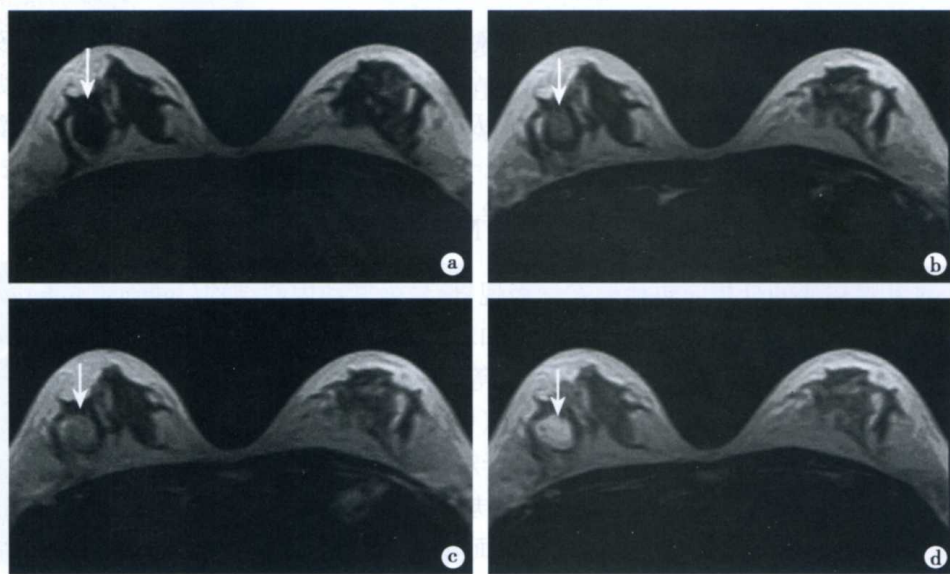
右乳腺良性肿块(纤维腺瘤)MRI 表现
